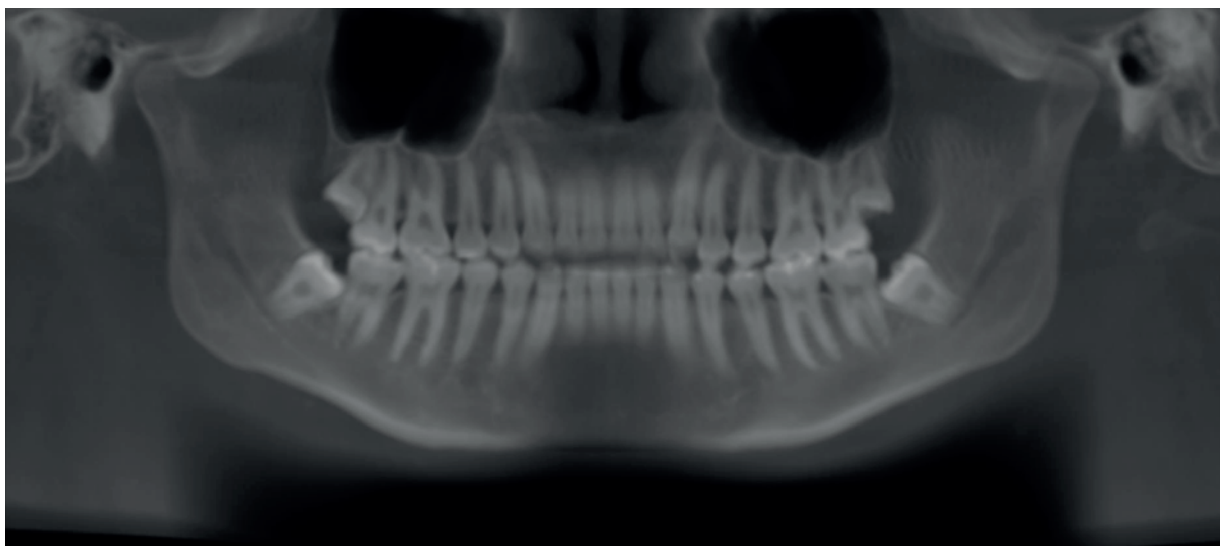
Imagens do Protocolo SYM-3D inicial. (A) Vista da panorâmica gerada a partir da tomografia. Fonte: Os autores.
